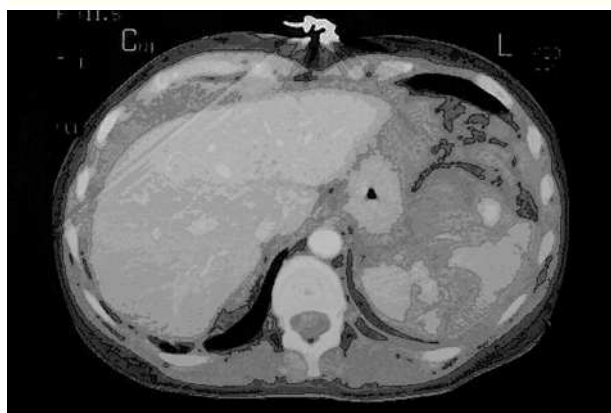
TC abdominal en paciente con traumatismo abdominal contuso, fractura de las costillas 2-5 izquierdas y neumotórax pequeño, hemodinámicamente estable al ingreso. Lesión esplénica de grado IV-V. La paciente se desestabilizó 4 h tras ingresar y se realizó esplenectomía urgente.
